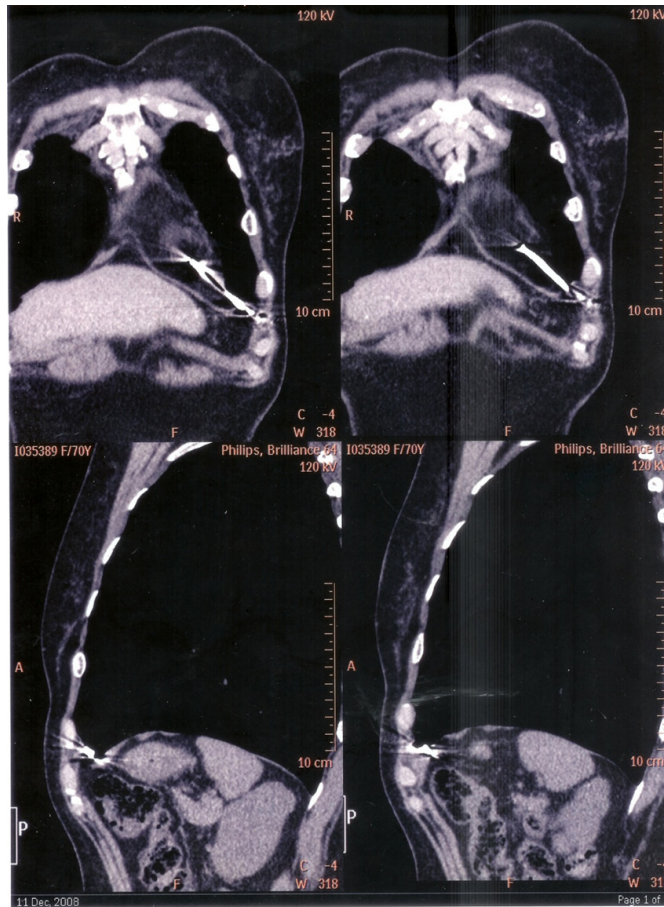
TC de tórax. Observe la punta del electrodo transfijando el VD y alojada en la caja torácica.
